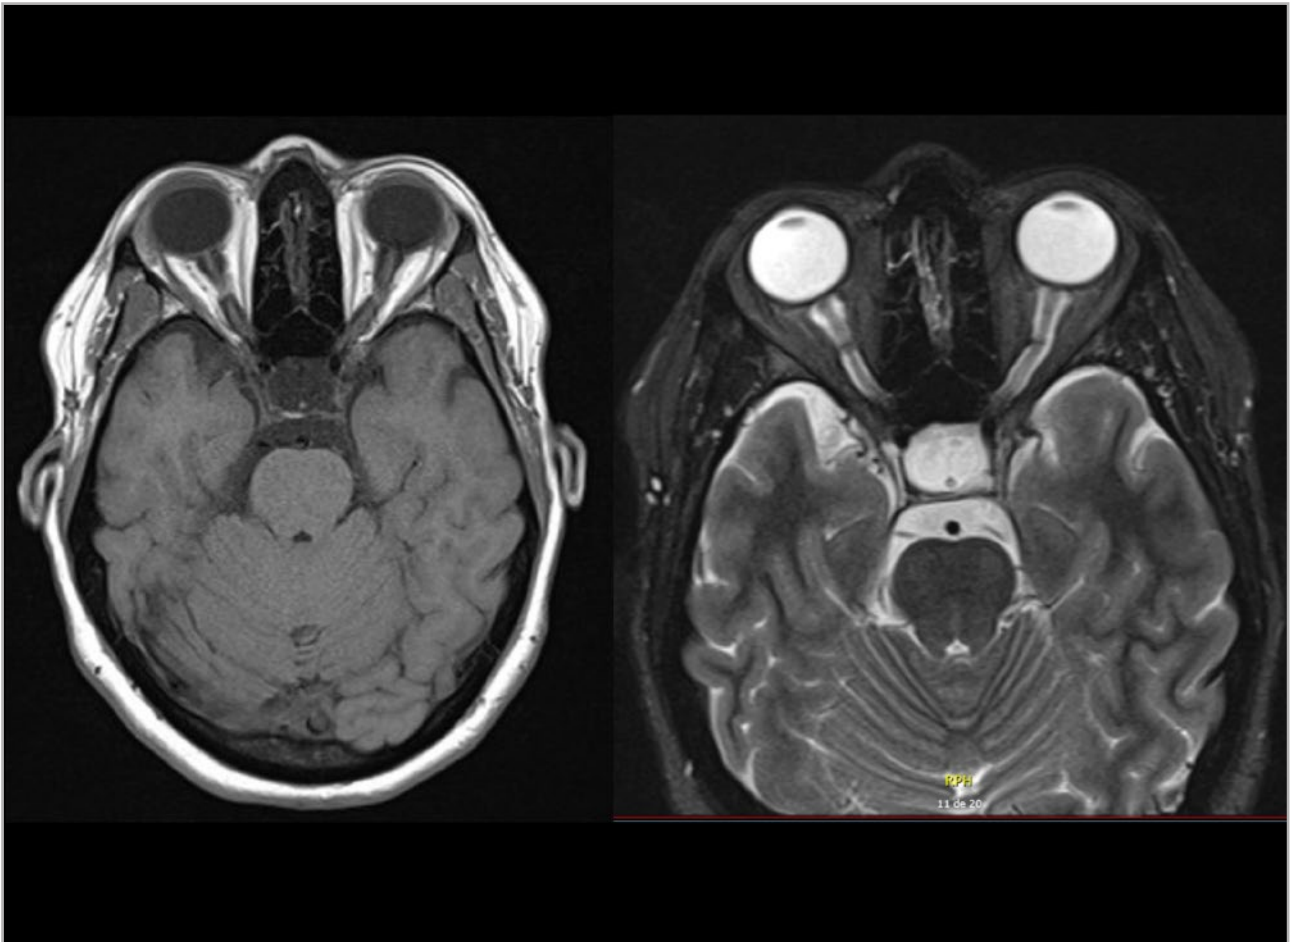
Resonancia magnética (RM) craneal con leve ampliación del espacio subaracnoideo perineural.
